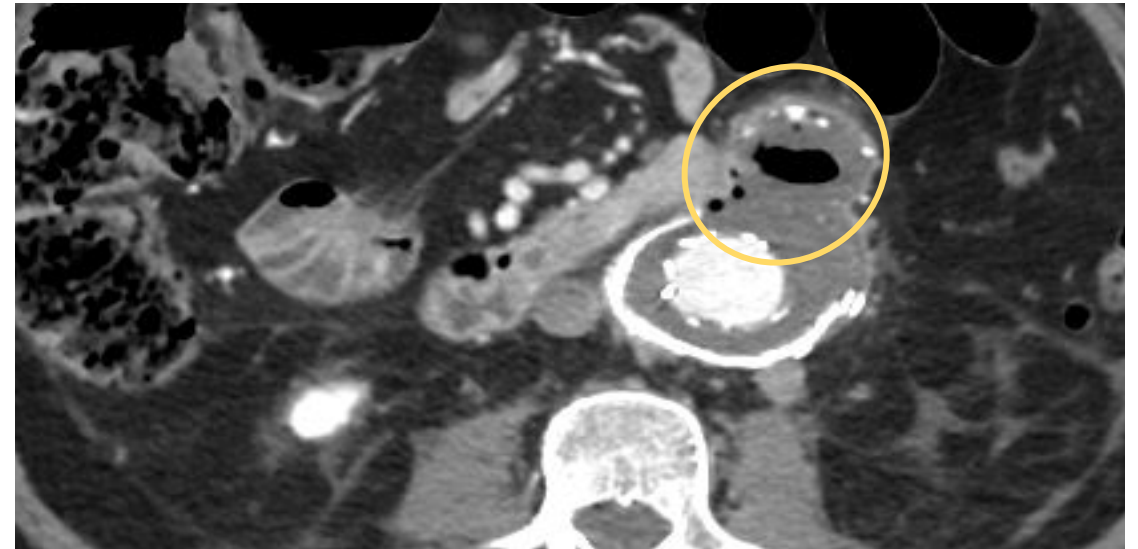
Imagen axial de un TC con Clv en fase venosa donde se observa una gran colección perioartica periprotésica con burbujas de aire ectópico agrupadas que sugiere presencia de material hemostático (flecha amarilla).
